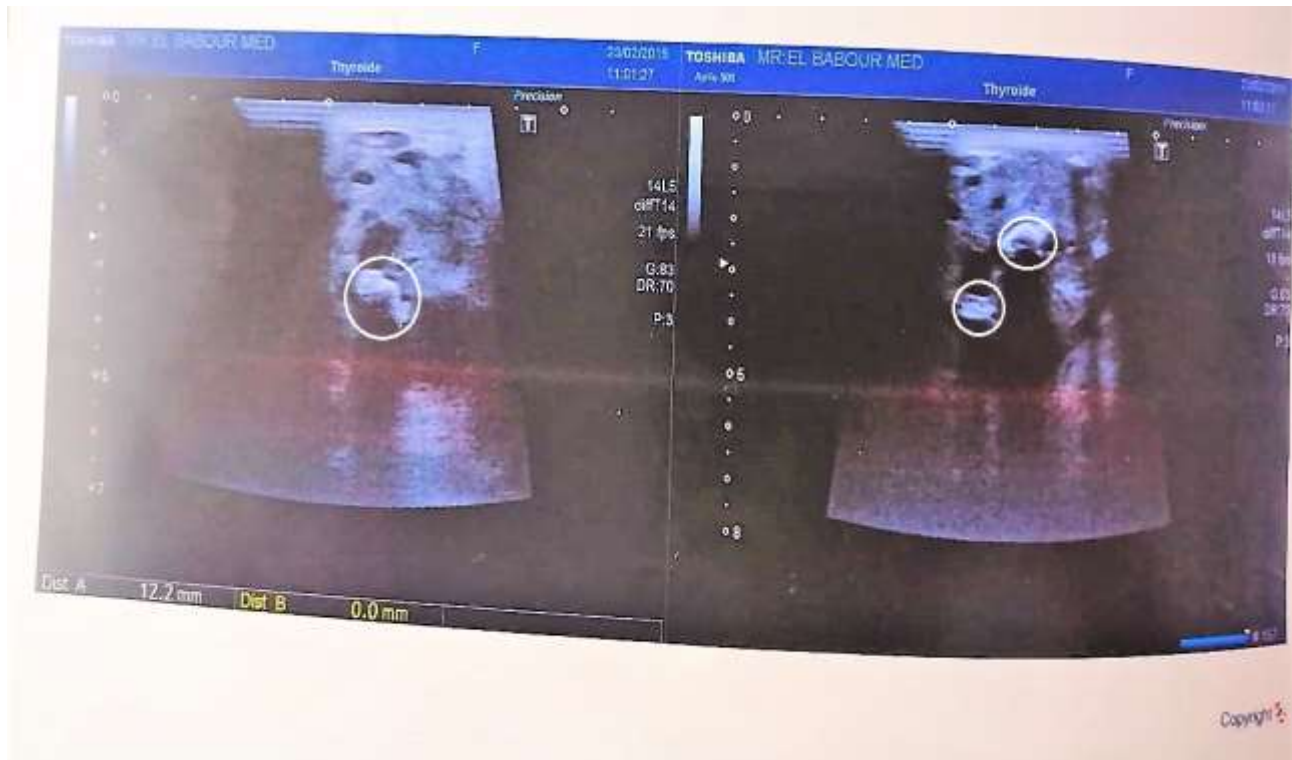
Coupe échographique montrant une image hyper échogène avec cône d'ombre postérieur d'un patient de notre série
